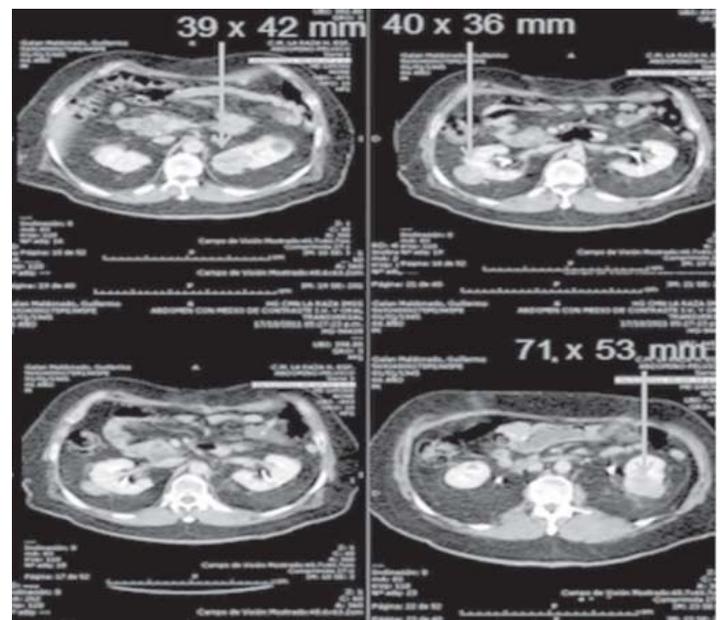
Tomografía axial contrastada. Se observa lesión sólida única en segmento medio riñón derecho, en riñón izquierdo lesión en polo superior e inferior, todas refuerzan > 15 UH con medio de contraste.
